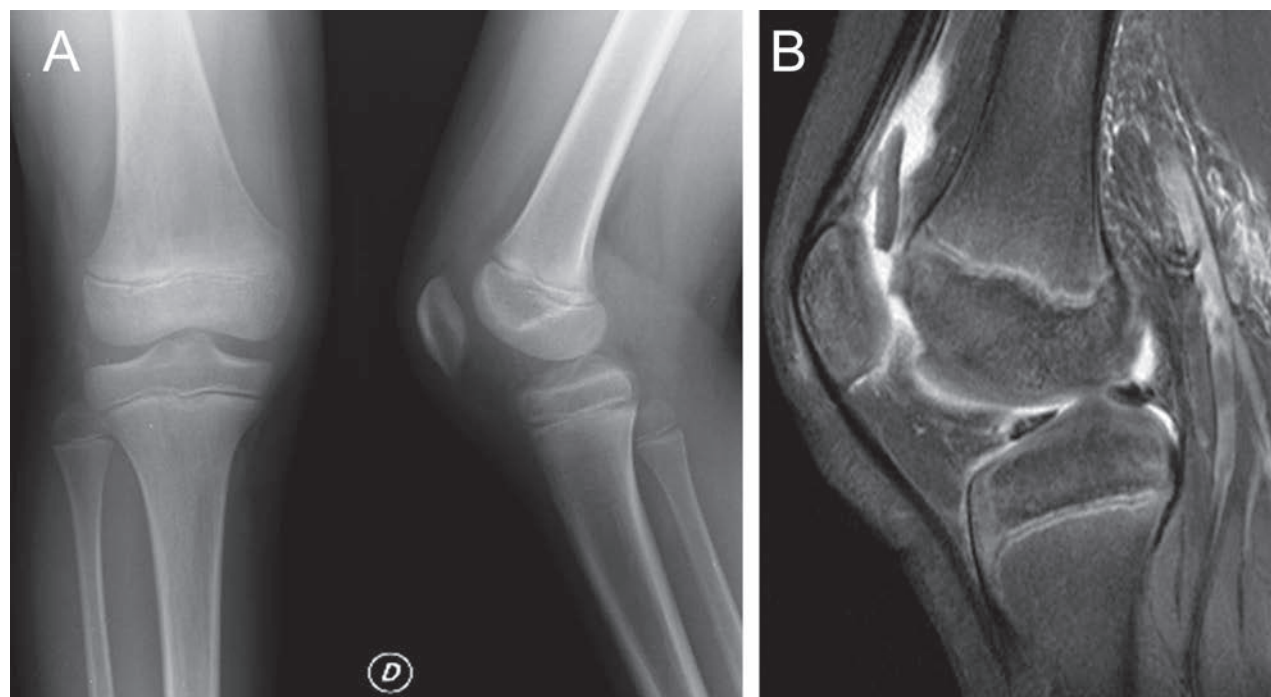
Paciente de 10 años de edad que consulta a la semana de un traumatismo indirecto de rodilla derecha. A) Radiografía de frente y perfil sin anomalías óseas. B) Corte sagital donde se aprecia fragmento osteocondral intraarticular y defecto en la tróclea femoral.
